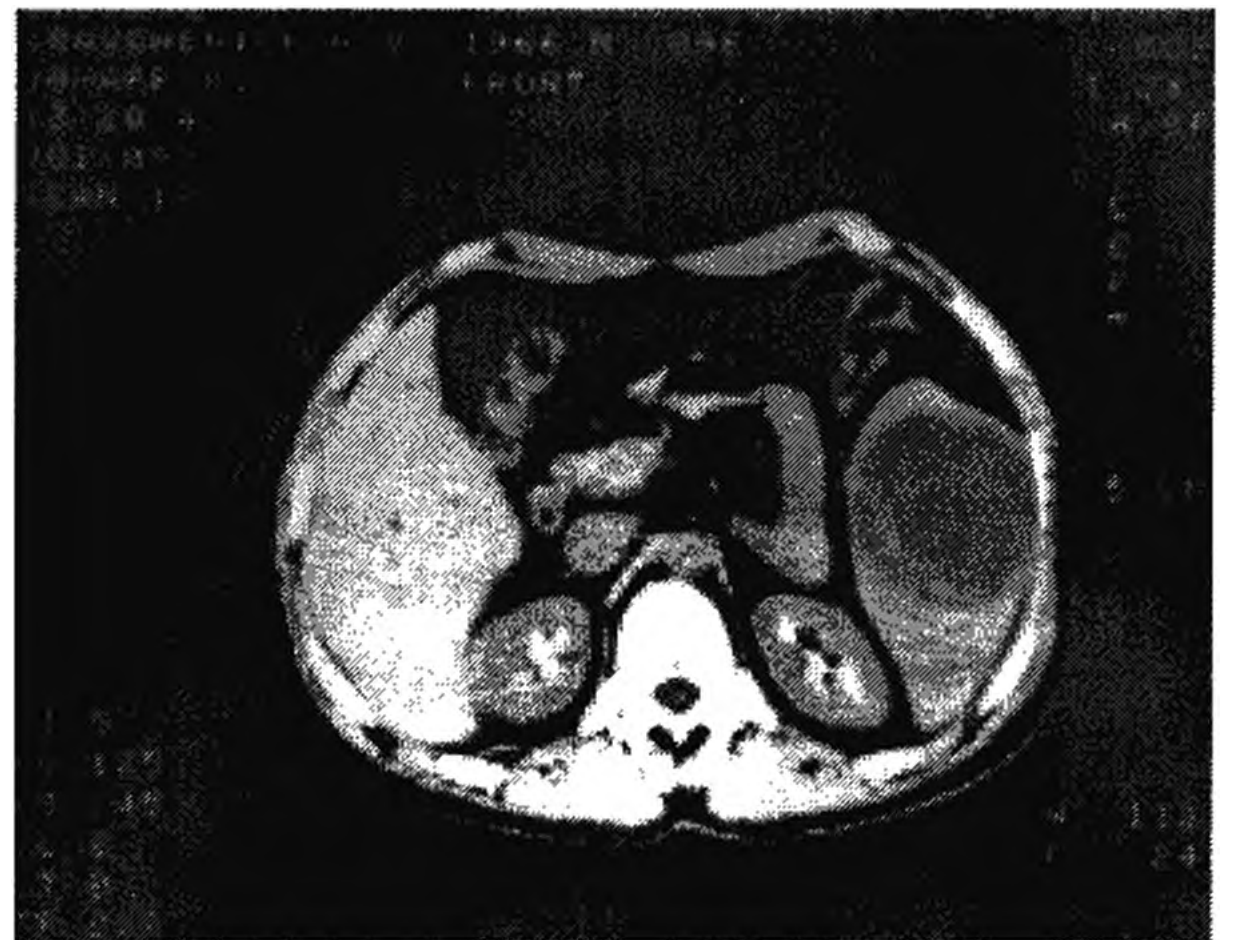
Візуалізація метастатичного ураження селезінки на комп'ютерній томограмі
